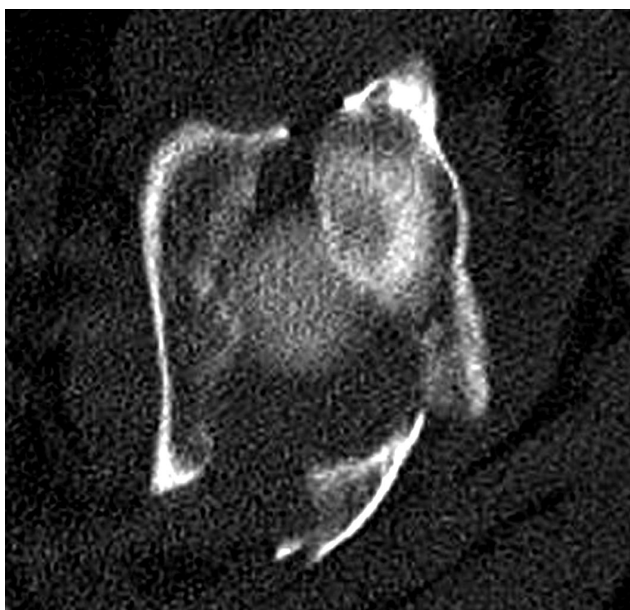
Zlomenina subkategorie IIA (klasifikace podle Harrise a spol.): axiální CT obraz zlomeniny předního i zadního pilíře acetabula vlevo bez propagace do okolí
